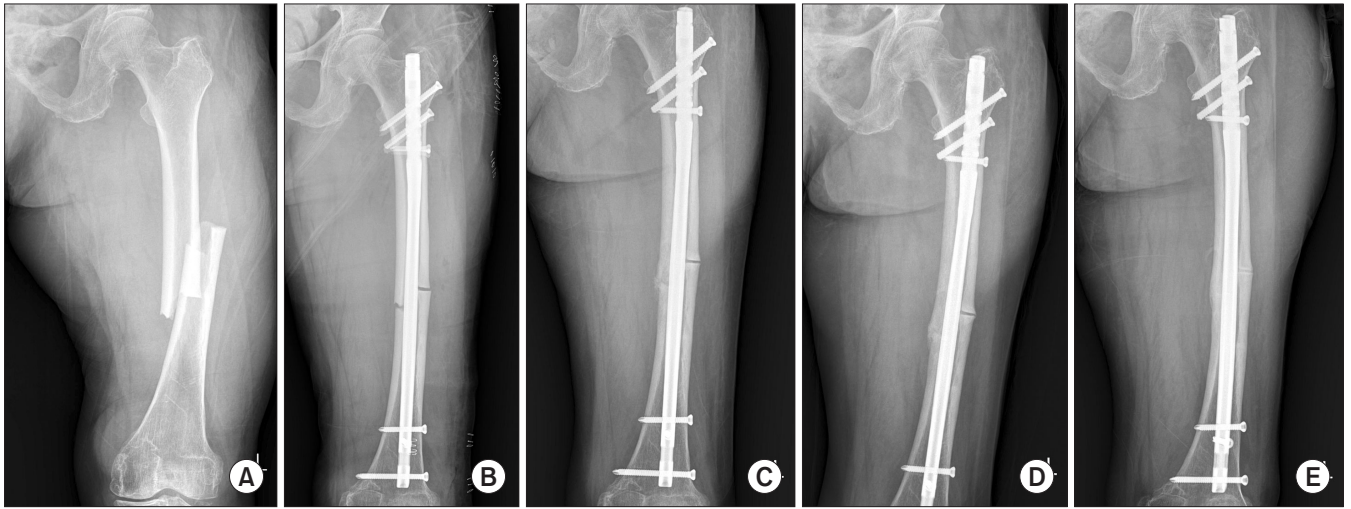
A 76-year-old female using bisphosphonate for six years was diagnosed as an atypical femoral fracture (AFF). (A) Anteroposterior radiograph of the left femur shows AFF. (B) Radiographs, obtained immediately operatively, show the fixation using an intramedullary nail. After surgery, the patient started administration of teriparatide 20 μ g a day. (C) Radiographs obtained at 6 weeks after surgery show callus formation at the fracture site. (D) Radiographs obtained at 10 weeks after surgery show callus bridge formation at the fracture site. (E) Radiographs obtained at 24 weeks after surgery show complete bony union at the fracture site.
